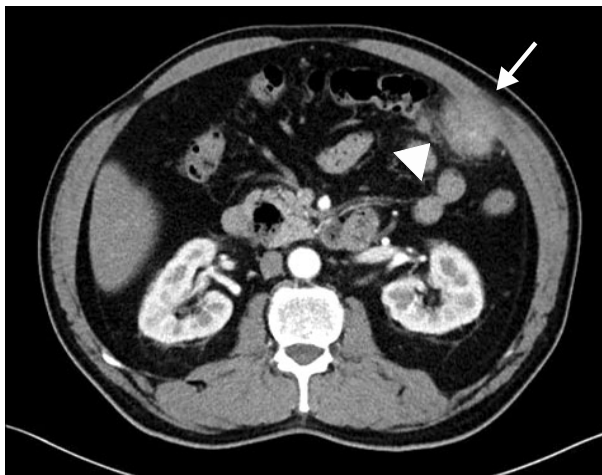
CT image shows an ill-defined, heterogeneous enhancing mass at the left upper quadrant of the abdomen that is focally infiltrating into the abdominal wall (arrow) and closely abutting adjacent transverse colon (arrowhead).
